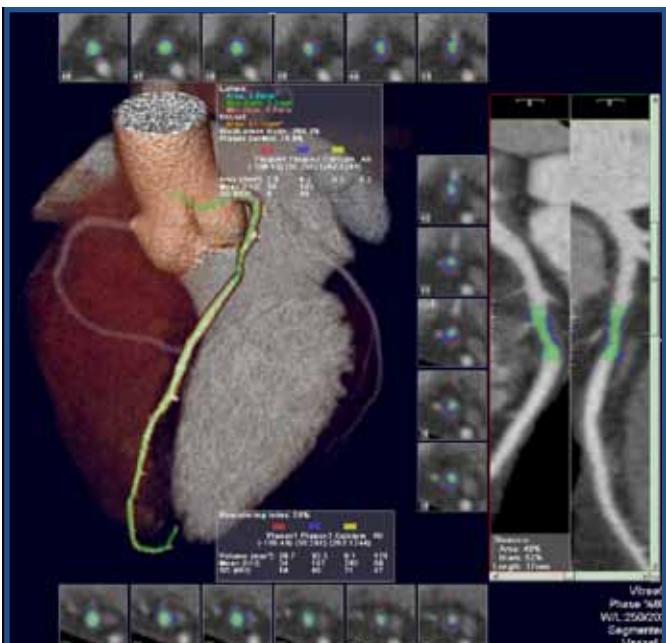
3D vessel probe of the Left Main and LAD coronary artery from CT angiography. Curved MPR images are automatically rendered and quantify this LAD lesion at 48% diameter stenosis. SUREPlaque software is used to determine plaque burden and a vessel remodeling index at this lesion. Images courtesy of Courtesy of Toshiba America Medical Systems and Vital Images SUREPlaque and University of California Irvine, Cardiac CT Center.
